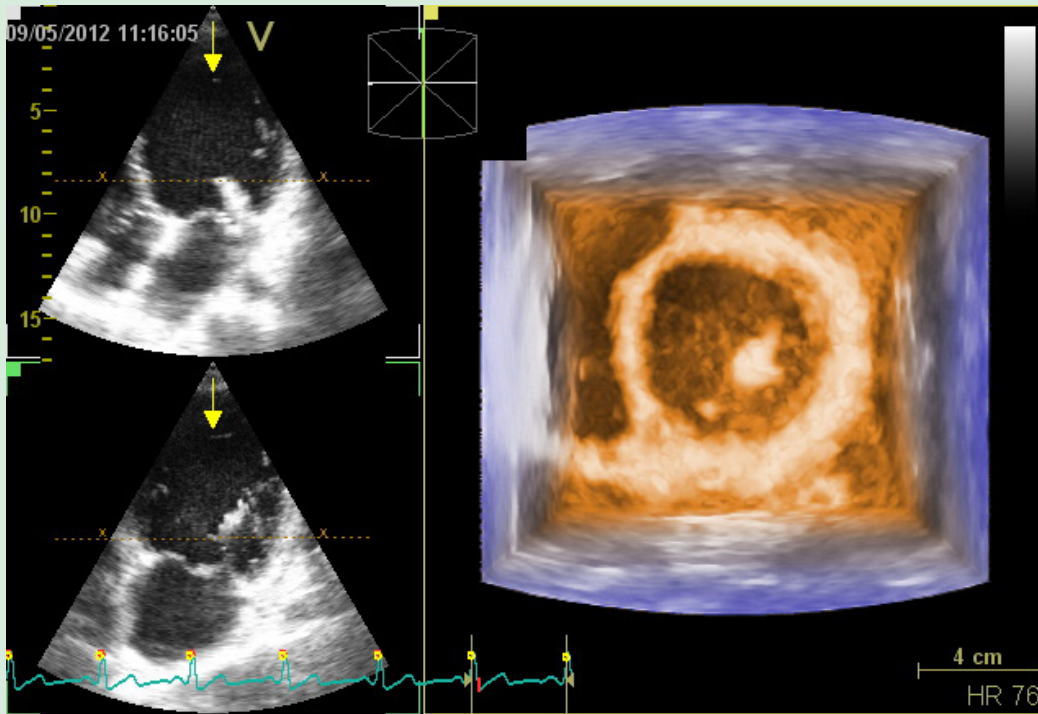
Ecocardiograma transtorácico tridimensional – Visão do ventrículo esquerdo para o átrio esquerdo demonstrando imagem ecogênica compatível com fragmento do músculo papilar anterolateral roto e móvel.
